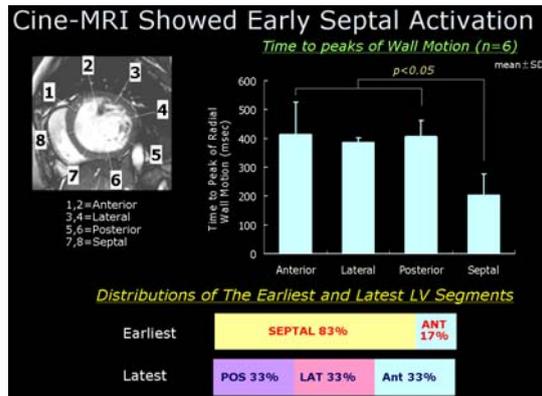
CRT 前 MRI : cine MRI での壁運動解析
